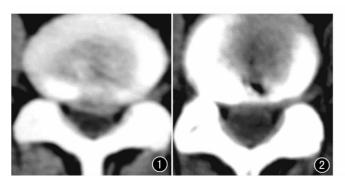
CT 示  $L_{4-5}$  椎间盘中央偏左突出。 图 2 术后 3 月 CT 复查示突出的髓核组织消失,椎体后 1/3 区域出现真空征。
